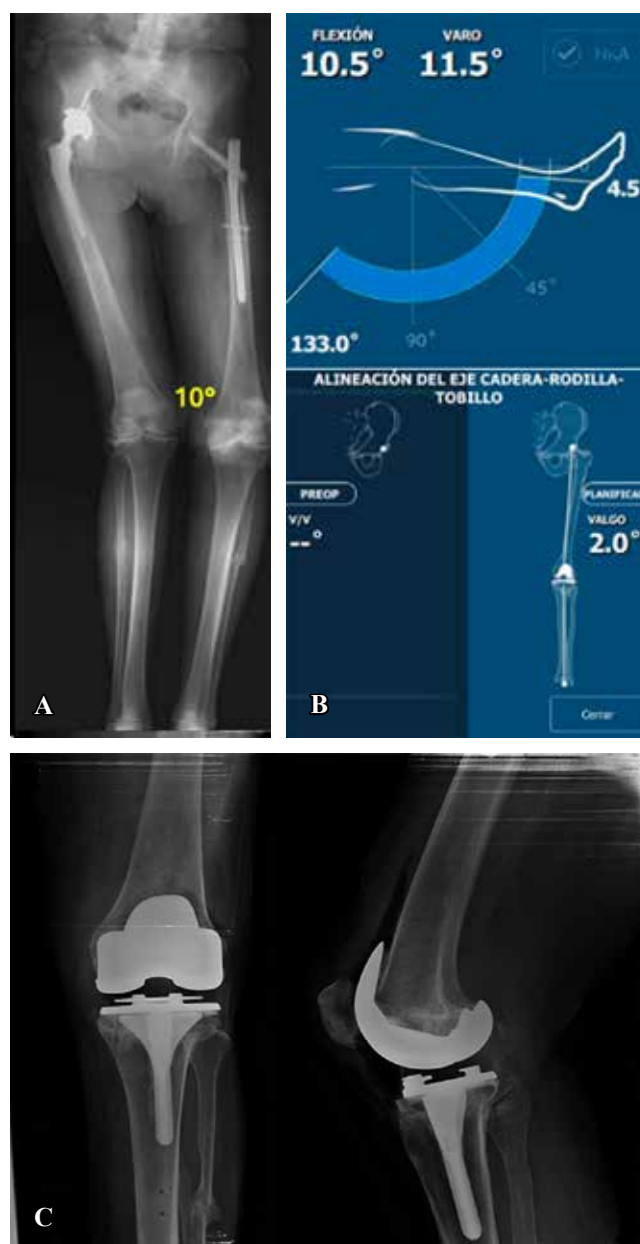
A) Eje mecánico de los miembros inferiores de un caso con un clavo centromedular de cadera izquierda y deformidad angular de rodilla en varo de 10° en la rodilla ipsilateral. B) Análisis de movilidad y alineación postoperatoria con cirugía robótica (rango de movilidad de 4.5 a 133°) y alineación final en valgo de 2° . C) Radiografía postoperatoria con prótesis de rodilla estabilizada posterior y vástago tibial de 80 mm.
